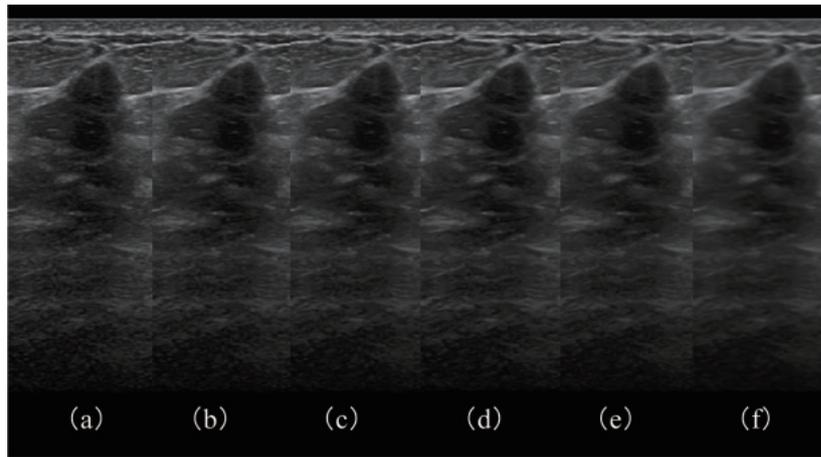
フィルタ処理の設定による腫瘍前方の高エコーの変化
